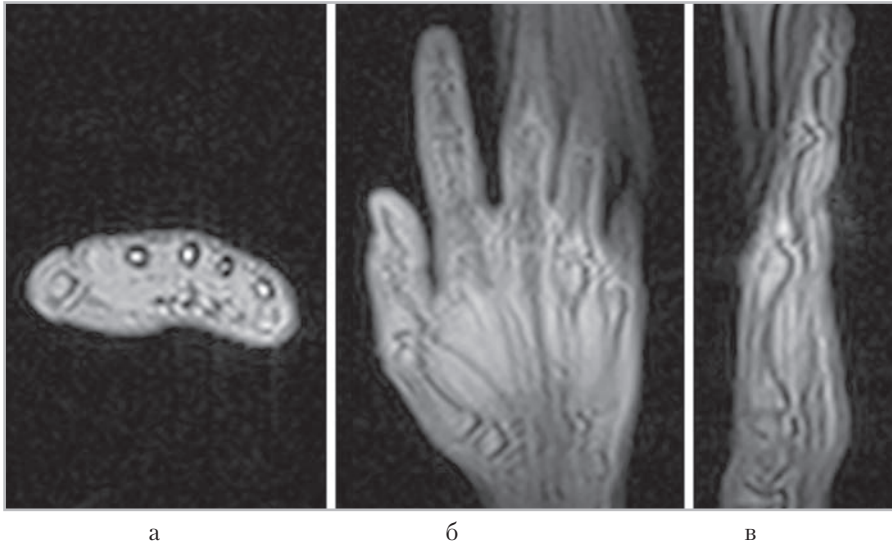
МР-томограммы, полученные для планирования блоков срезов в аксиальной (а), коронарной (б), сагиттальной (в) плоскостях
